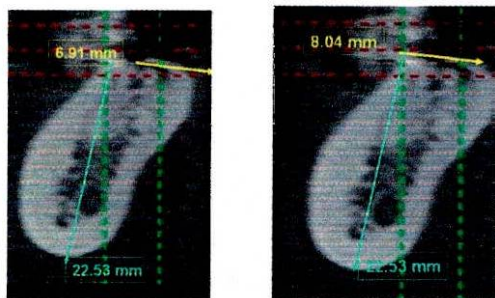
tomografías Inicial y final corte transversal en espacio óseo
